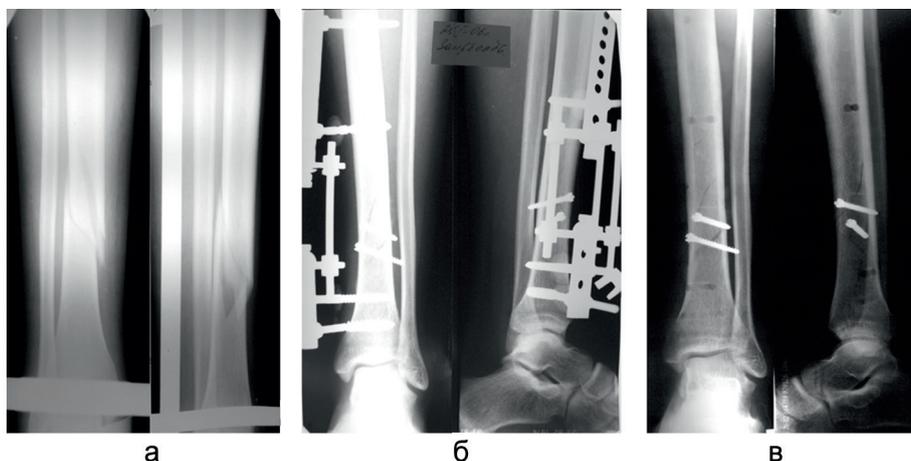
Рентгенограммы правой голени больной З., 24 лет: а – при поступлении; б – после остеосинтеза; в – через 6 недель после операции
